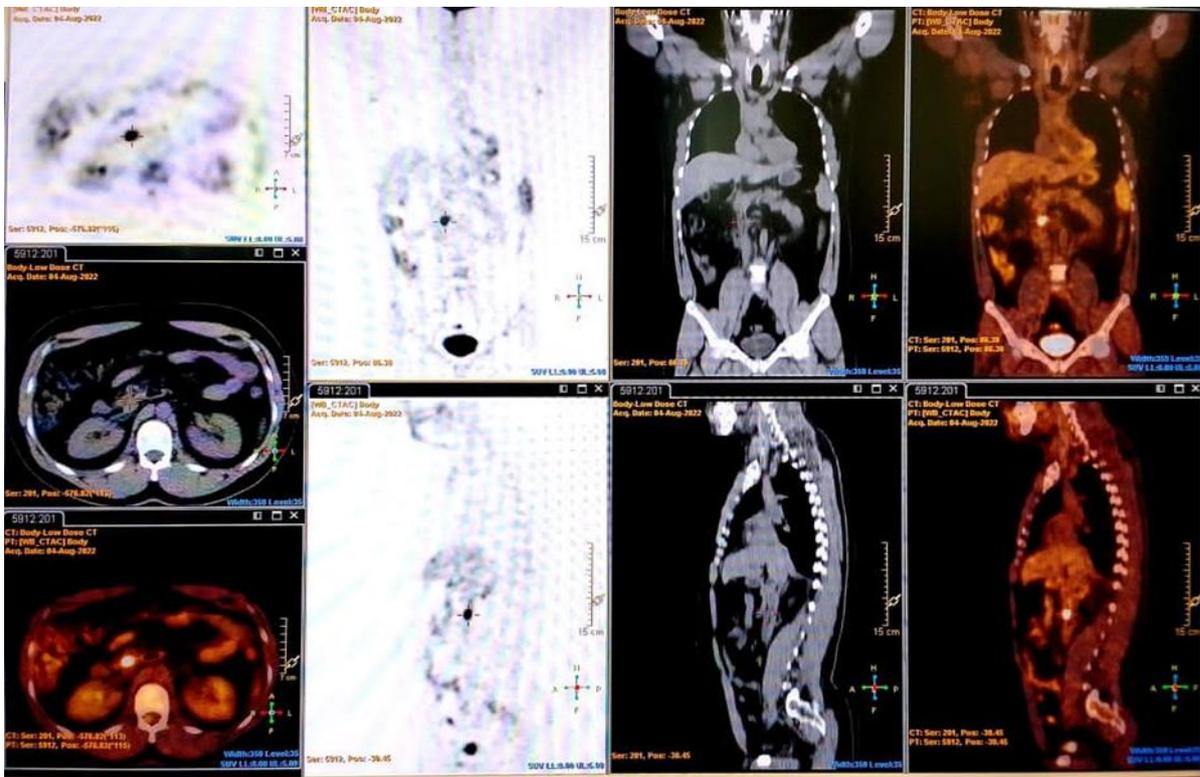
PET CT con 18F-FDG donde se define captación hipermetabólica en proyección del proceso uncinado del páncreas compatible con Insulinoma
